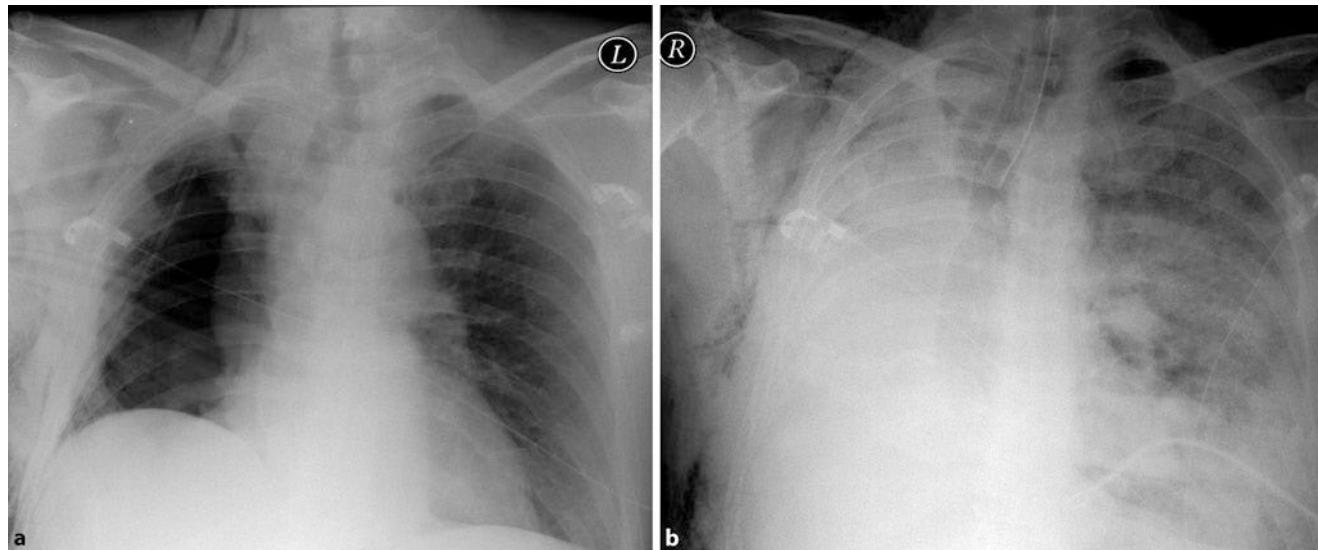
Pneumonektomie rechts. a Thoraxröntgenaufnahme postoperativ. b 36 h später – Entwicklung des Vollbildes eines ARDS (Postpneumonektomieödem)
